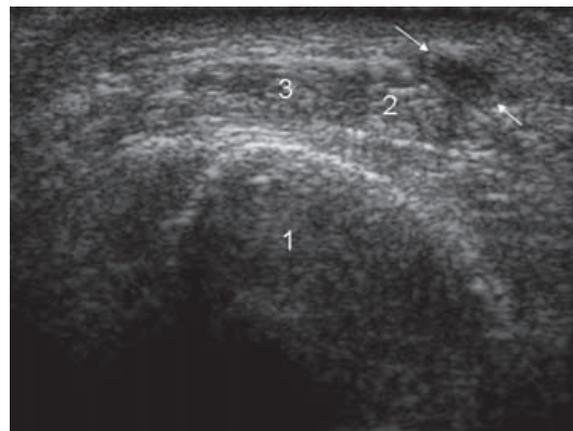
Syndrome de Wartenberg. Coupe échographique axiale passant par les tendons du long abducteur (2) et du court extenseur du pouce (3) au contact du radius (1). Renflement nodulaire hypoéchogène de la branche sensitive du nerf radial (flèches blanches).
